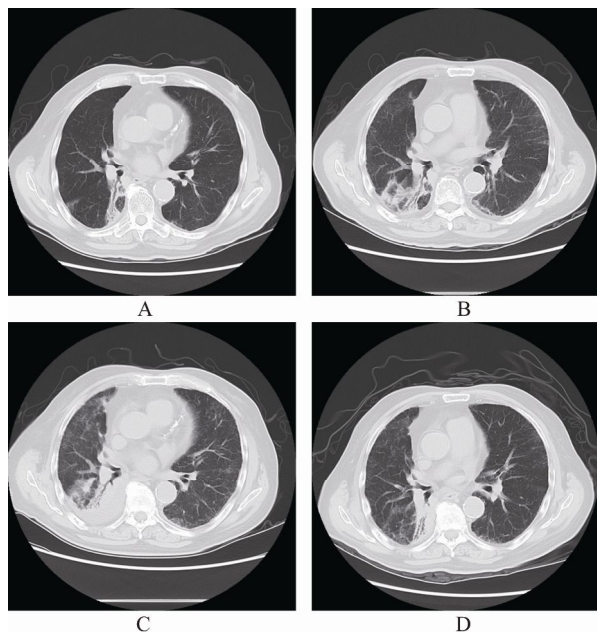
例2患者接受左氧氟沙星和头孢哌酮舒巴坦治疗前后CT改变
